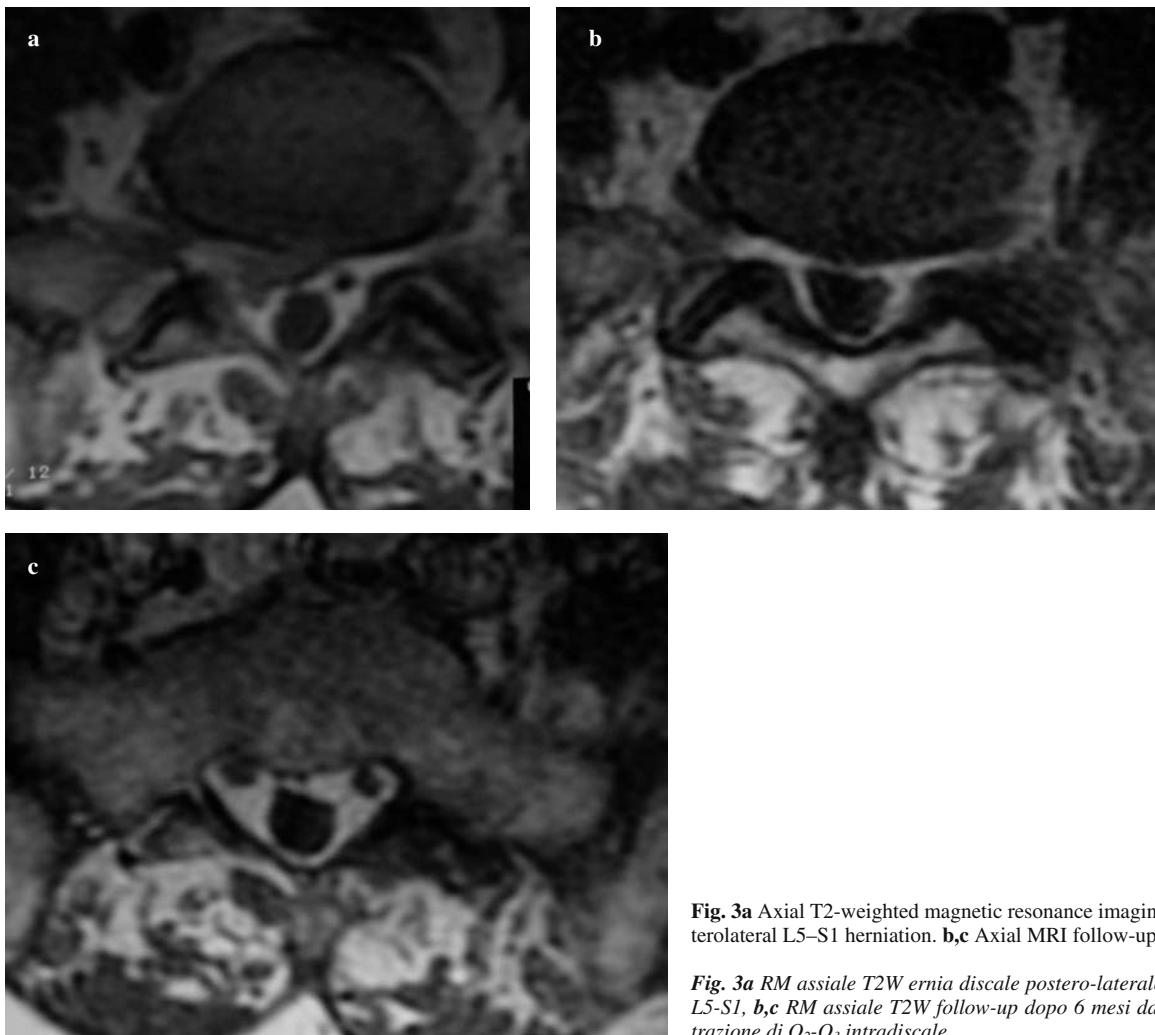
Axial T2-weighted magnetic resonance imaging (MRI): right posterolateral L5–S1 herniation. b,c Axial MRI follow-up at 6 months.
